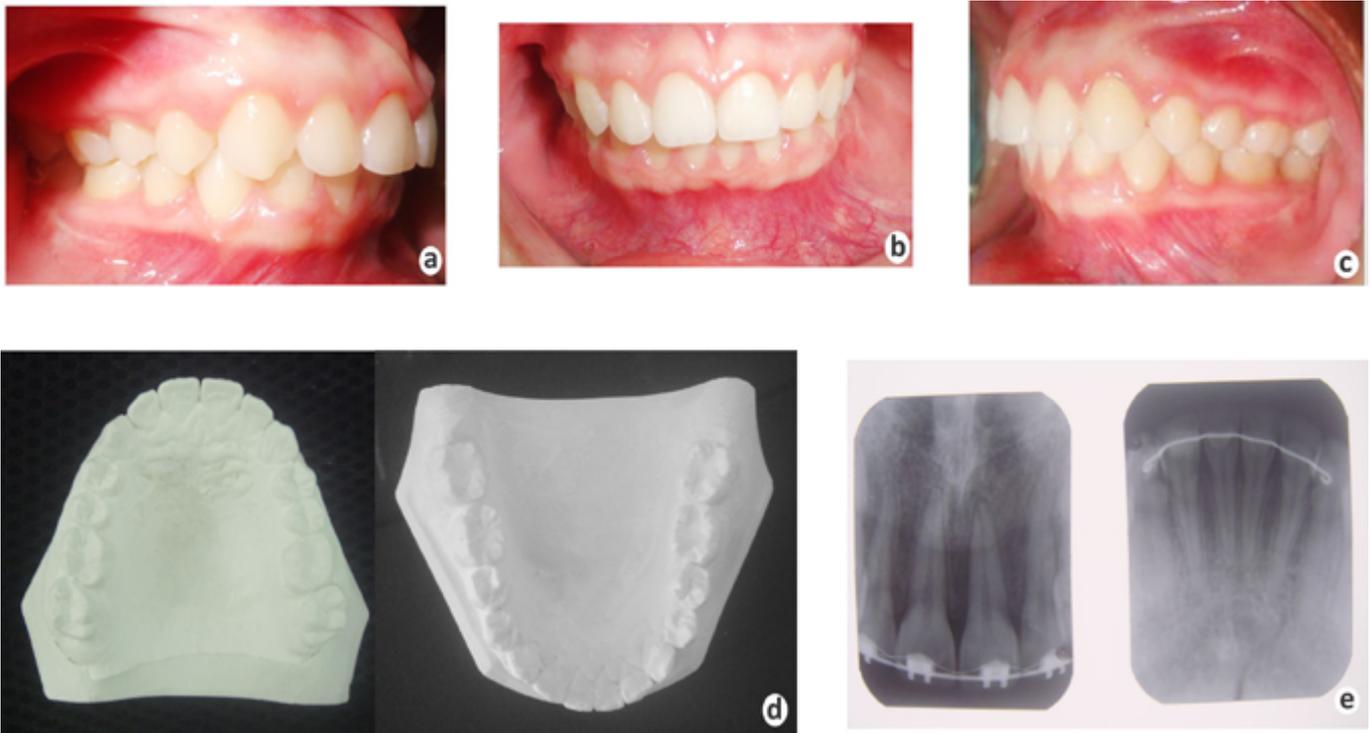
Avaliação final. Fotografias intrabucai: (a) lateral direita, (b) frontal, (c) lateral esquerda; (d) modelos superior e inferior; (e) radiografias periapicais. Nota-se relacionamento dentário satisfatório, com chave de oclusão nos molares e caninos, sobremordida e sobressaliência normalizadas, linha média corrigida e eliminação das discrepância negativas inferior e superior.
